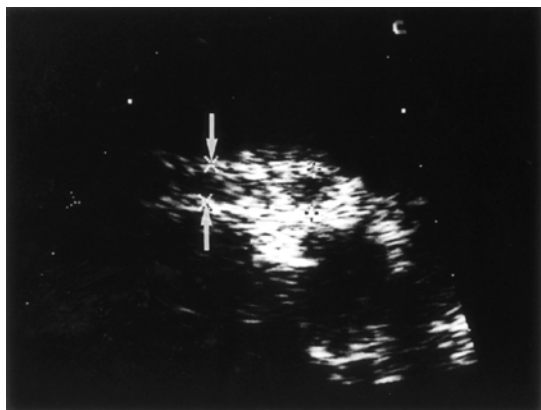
Dilated coronary artery was shown by the echocardiogram on Day 14. Distance : 7 mm(arrow).
